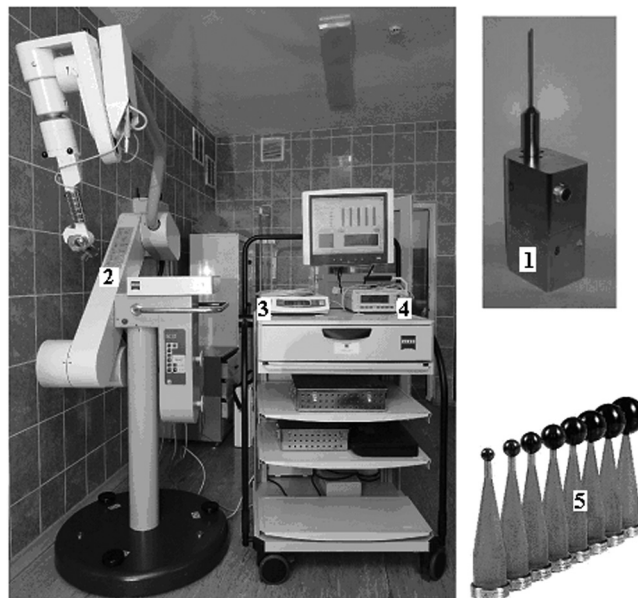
Интраоперационная рентгеновская установка Intrabeam PRS-500
